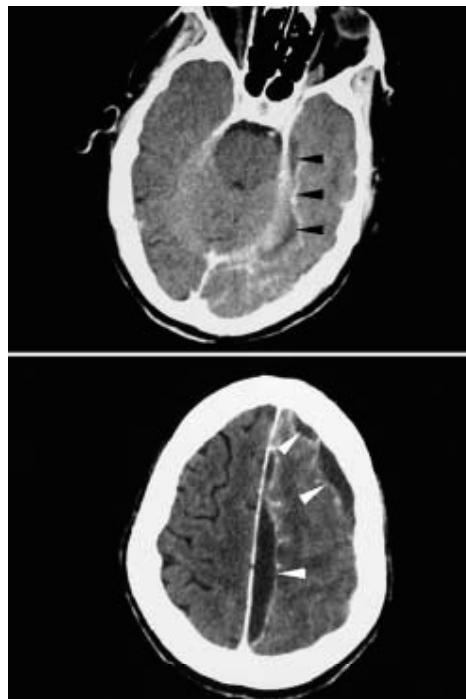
TDM cérébrale avec injection de PDC montrant un empyème sous dural .
